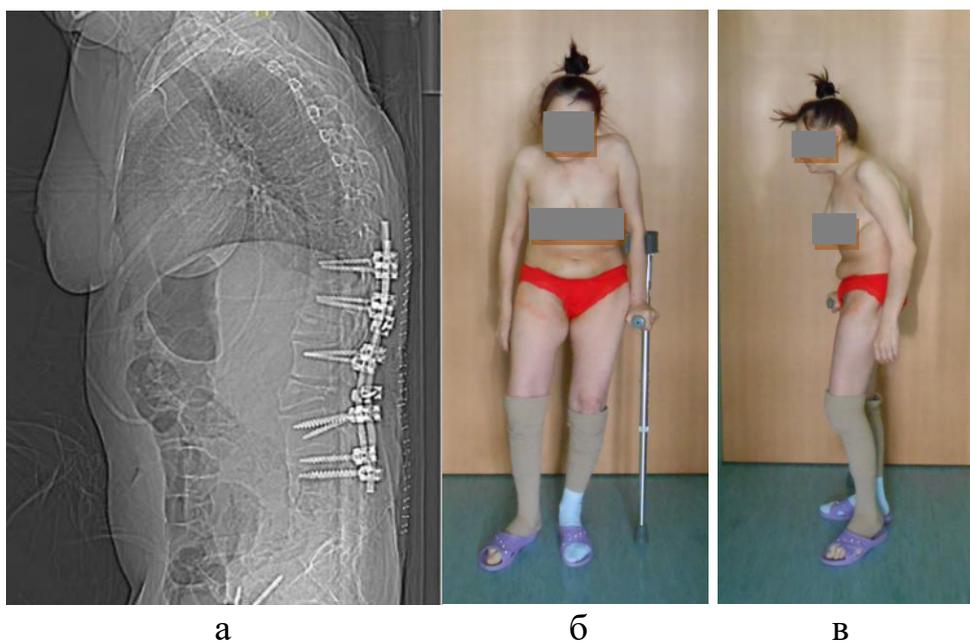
Результаты лечения пациентки после второго этапа хирургического лечения: а – данные послеоперационной контрольной рентгенографии в боковой проекции; б, в – внешний вид
